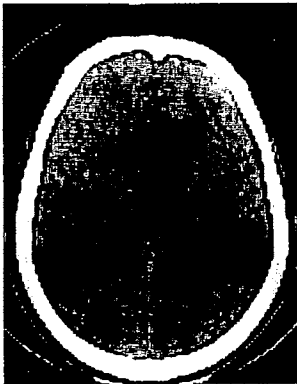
症例 2 の術後頭部 CT スキャン像
